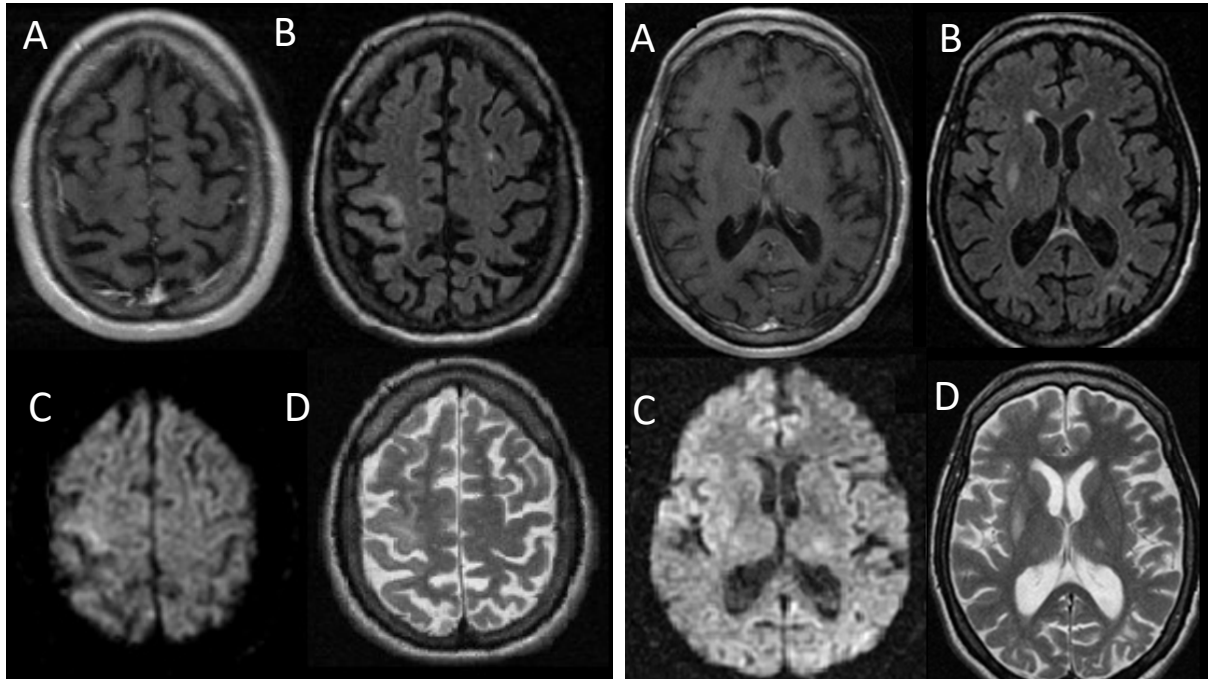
MR sin y tras la administración de Gd. Secuencias T1 post contraste (A), FLAIR (B), DWI (C) y T2 (D).
